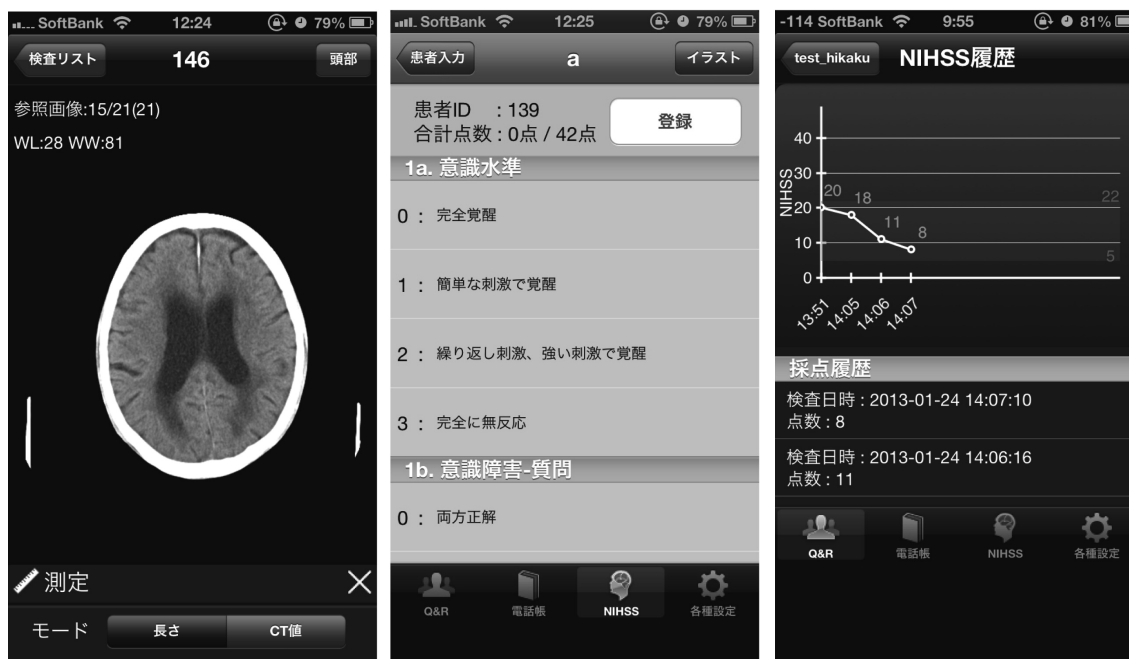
“RDICOM”での頭部 CT 画像(左), NIHSS スコア採点(中), 履歴表示(右)
